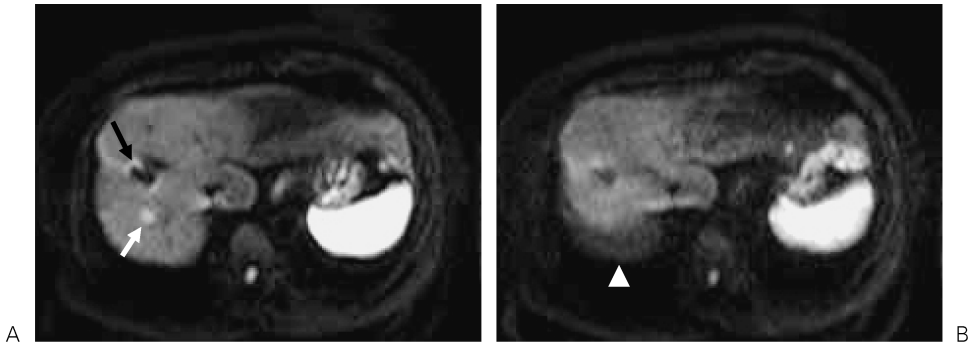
(A) Respiration-triggered hepatic DWI and (B) hepatic DWI under free breathing of a same patient with hepatocellular carcinoma are shown. On A, a small HCC measuring 1 cm in diameter (white arrow) and a treated lesion (black arrow) measuring more than 2 cm are observed. On the other hand, HCC disappears on B. Additionally, the signal intensity of treated lesion increases and a ghost-like structure appears in the posterior side of the liver (arrowhead). These findings on 4B are typical for averaging phenomenon specific for DWI under free breathing.
